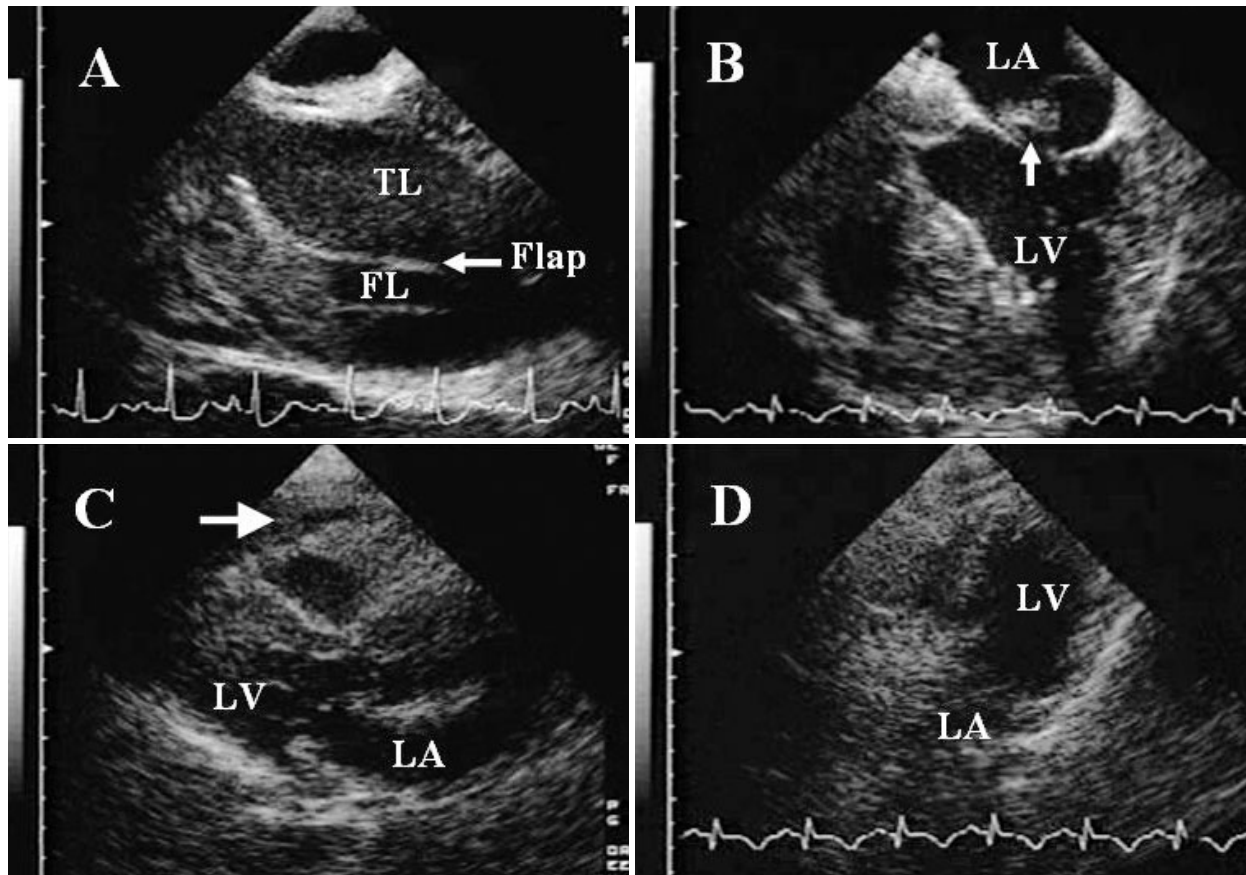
Transesophageal echocardiograms
